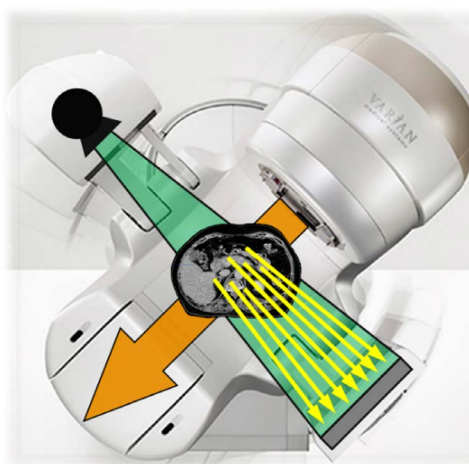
治療用MV-X線照射中のkV-X線同時イメージング
